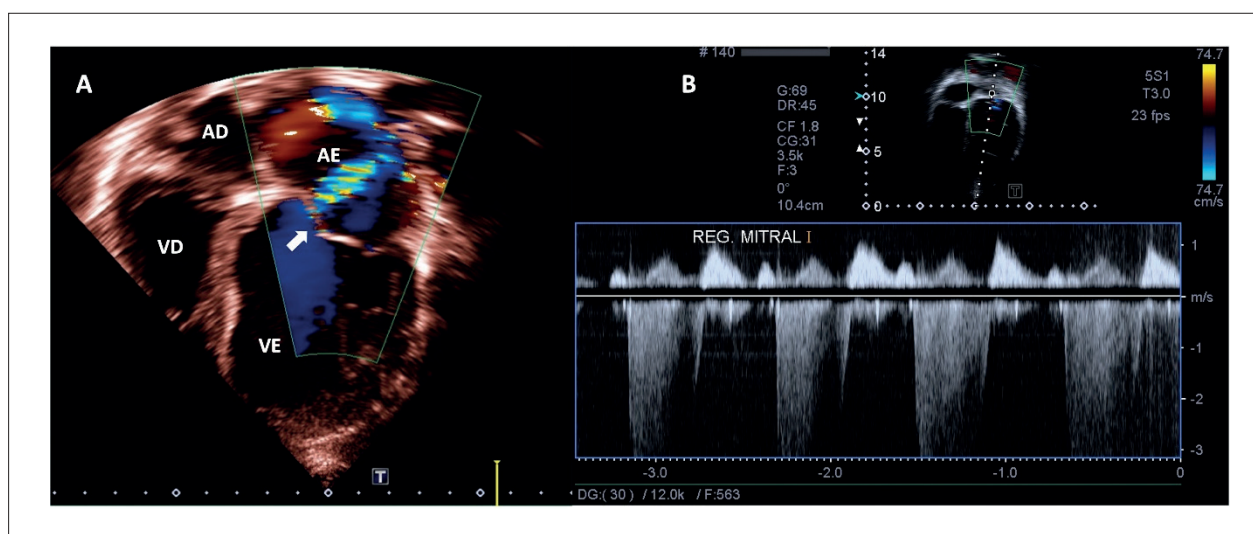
AD: átrio direito; VD: ventrículo direito; VE: ventrículo esquerdo. Seta aponta o local da fissura com imagem ColorDoppler compatível com regurgitação mitral importante.
